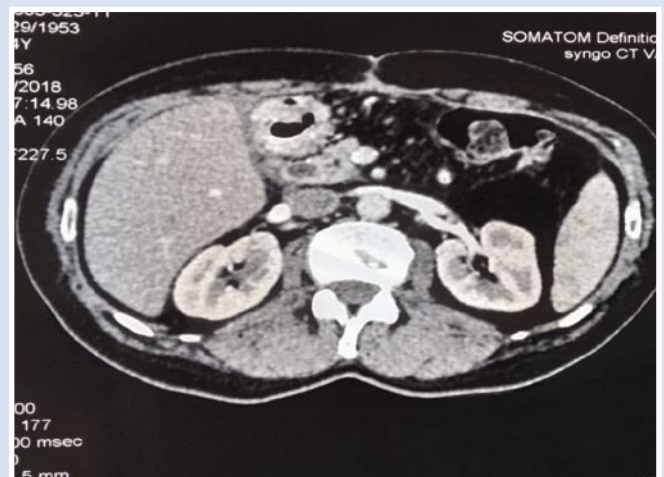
Контрольная компьютерная томограмма.
